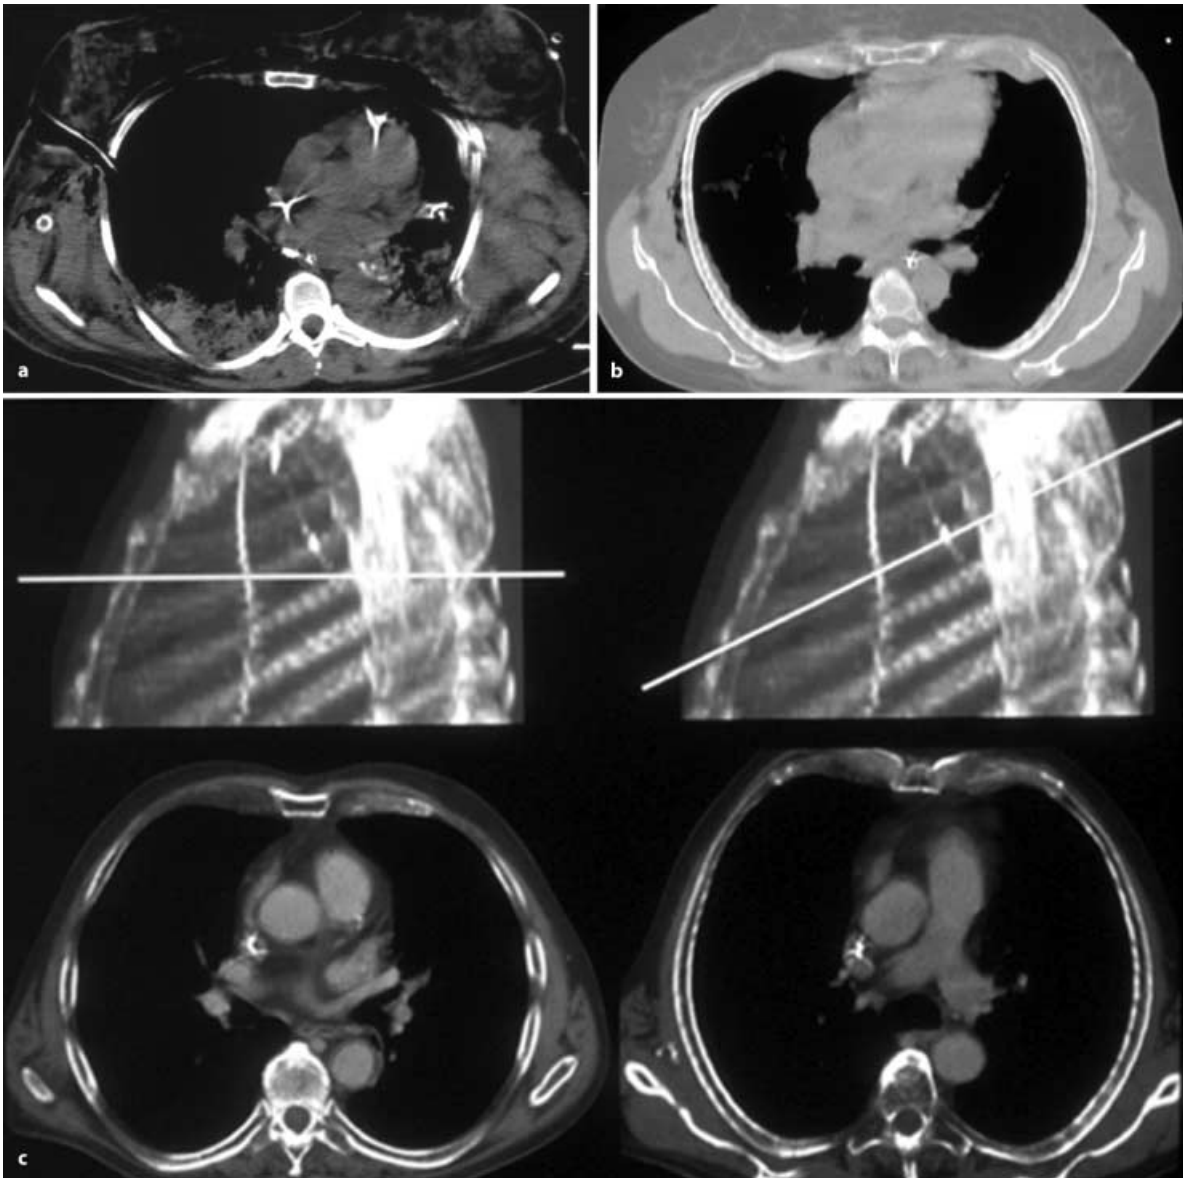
a–c. Rippenschnitte im CT-Schnittbild: Im axialen Schnittbild werden die schräg verlaufenden Rippen jeweils nur kurzstreckig angeschnitten, was eine verlässliche Beurteilung praktisch unmöglich macht. Nur dislozierte Frakturen
